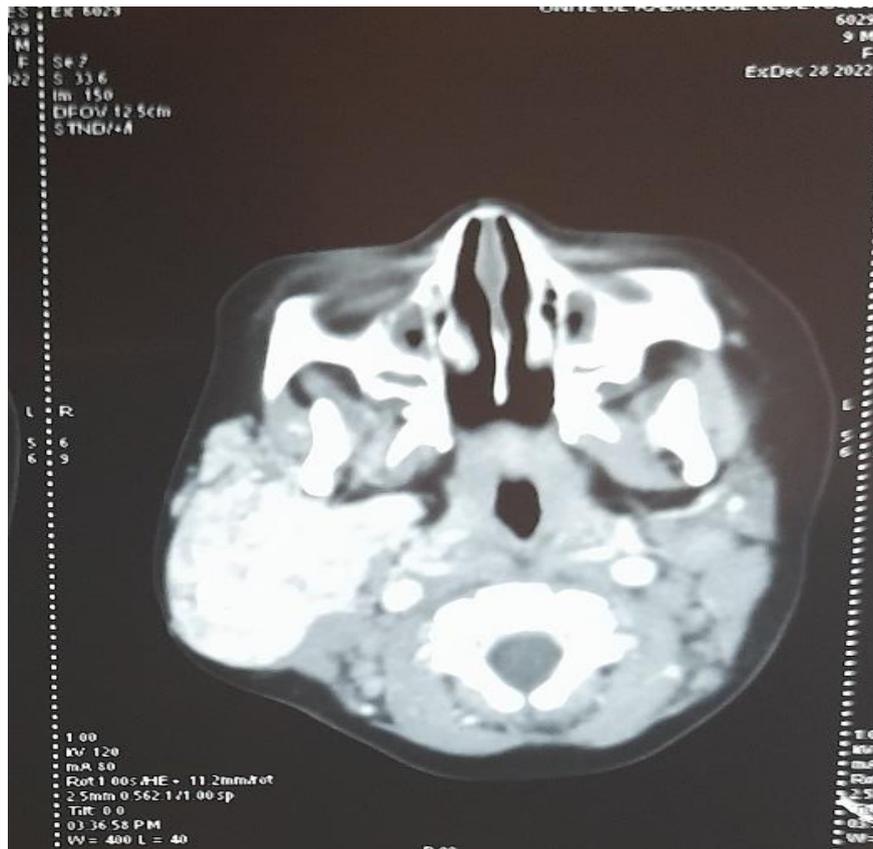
Image TDM de la masse en coupe axiale montrant une volumineuse masse parotidienne droite, hypo dense entouré de structure serpentineuse mesurant 44x 42 mm sur une coupe axiale, rehaussée de façon intense après injection de PDC semblant se continuer avec des structures vasculaires autour.
